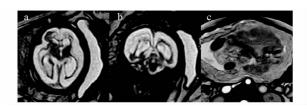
病例 1 MRI, 双胎妊娠 a、b. 示一胎两侧脑室重度扩张伴重度 PVL; c. 示一胎失活
